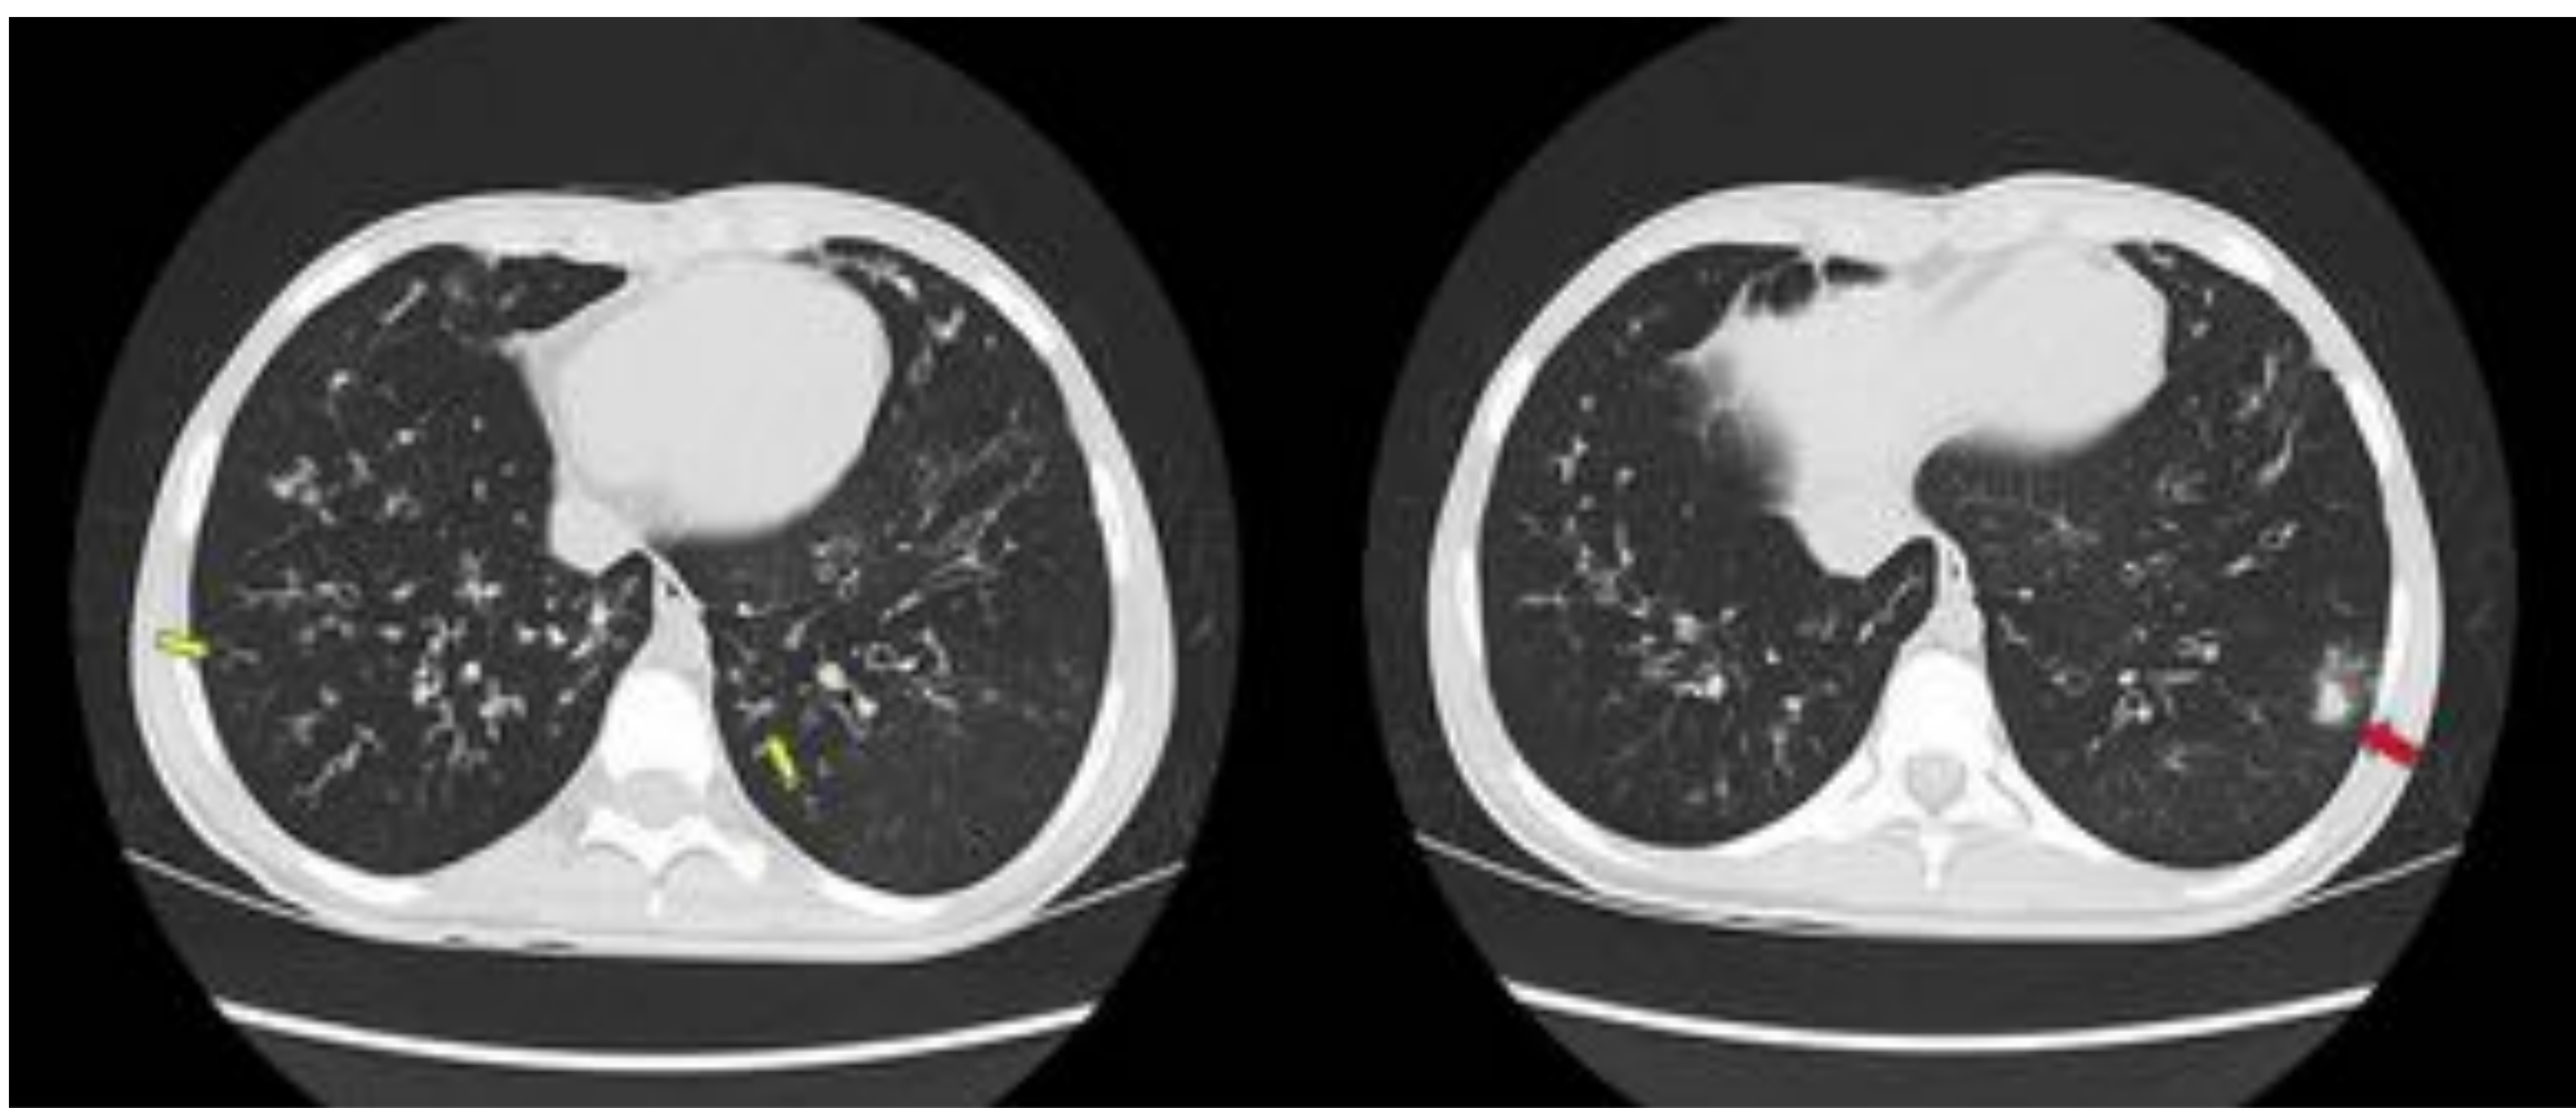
Se representan dos cortes a distintos niveles de un TC en paciente inmunodeprimida con complicación pulmonar por FQ. En la figura de la izquierda se aprecia unas imágenes nodulares con ramificaciones lineares en “Y” conformando un patrón en “árbol en brote” (flechas amarillas). En la figura de la derecha se observa en LII una consolidación de 1 cm de morfología pseudonodular con presencia de halo en vidrio deslustrado (flecha roja). Estos hallazgos en conjunto estaban en relación con una colonización crónica por SAMR con sobreinfección por M. abscessus. La afectación subsegmentaria de la consolidación se corresponde con 1 punto en al escala de Bhalla.
